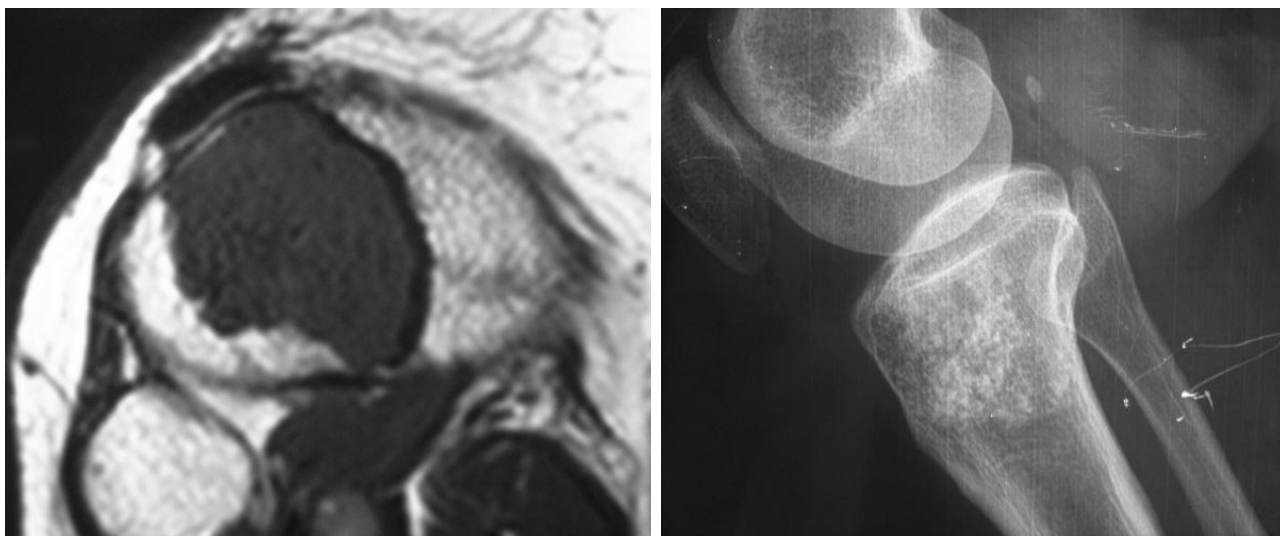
Comparación entre la imagen de un CBG en radiografía simple y RMN
